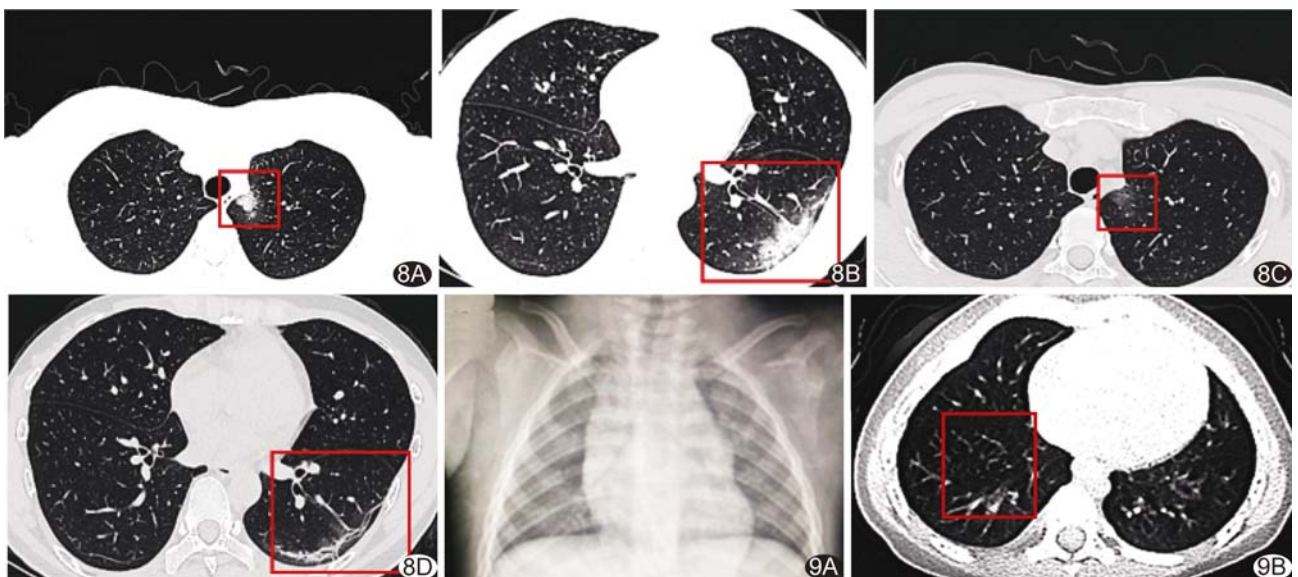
患者男, 37 岁, COVID-19 转归期 CT 表现 A、B. 发热第 6 天, CT 示左肺上叶纵隔胸膜旁片状淡薄 GGO(A), 左肺下叶跨肺亚段、胸膜下跨肺亚段扇形高密度影, 尖端指向肺门(B); C、D. 入院治疗后 2 天复查, 左上肺病变密度变淡、体积缩小(C), 左下肺病变大部分吸收, 残余少量纤维索索影(D) 图 9 患儿男, 1 岁 1 个月, 轻型 COVID-19 10 h 前无明显诱因出现发热, 体温 39℃, 伴流涕, 有明确 COVID-19 患者接触史, 2019-nCoV 核酸阳性 A. 胸片未见明显异常; B. CT 示右肺下叶微小 GGO
